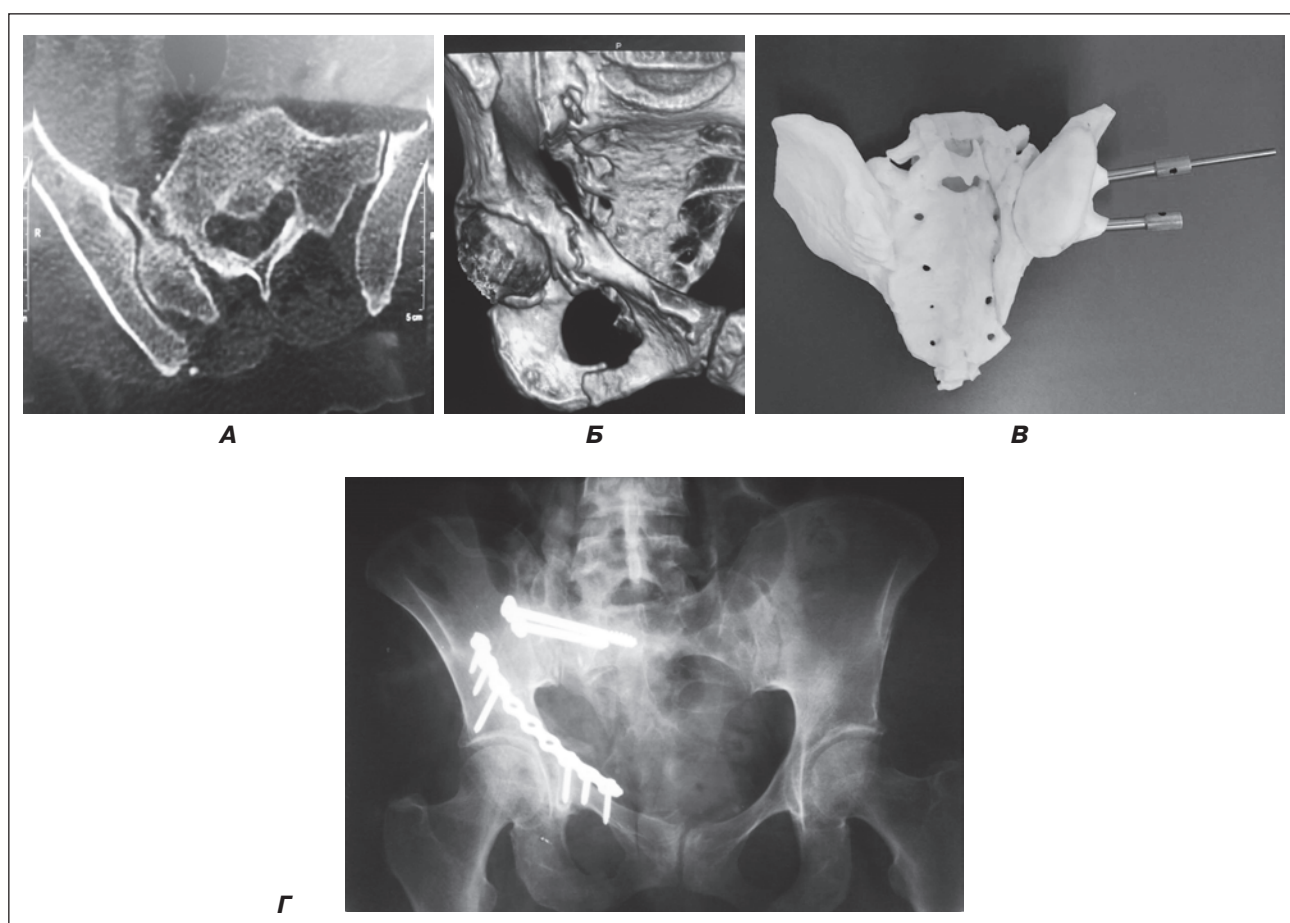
Комп'ютерна томографія (А) та 3D-реконструкція (Б) застарілого перелому бокової маси крижової кістки, переломів лонної та сідничної кісток хворого Л.; пластиковий прототип з індивідуальною навігаційною системою для остеосинтезу крижової кістки гвинтами (В); рентгенографія після оперативного втручання: МОС бокової маси крижової кістки гвинтами, лонної кістки пластиною з гвинтами (Г)
